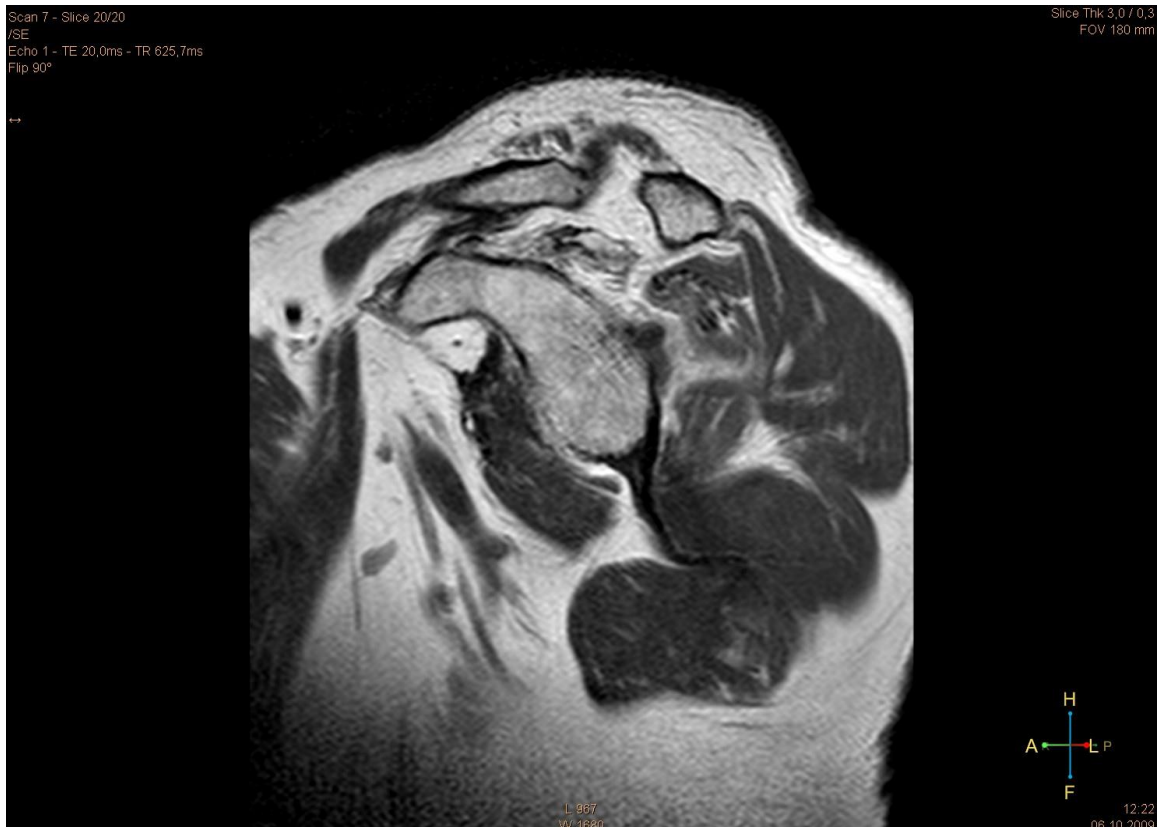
Fettige Degeneration Grad 4 nach Goutallier im MRT(T1 TSE sag)
